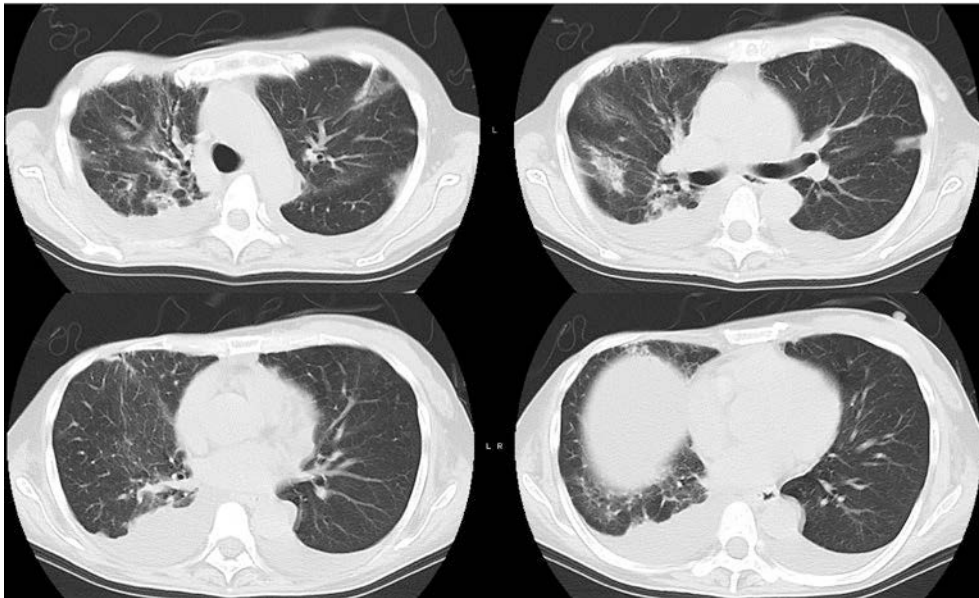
Thoracic CT 4 weeks after steroid pulse therapy.
